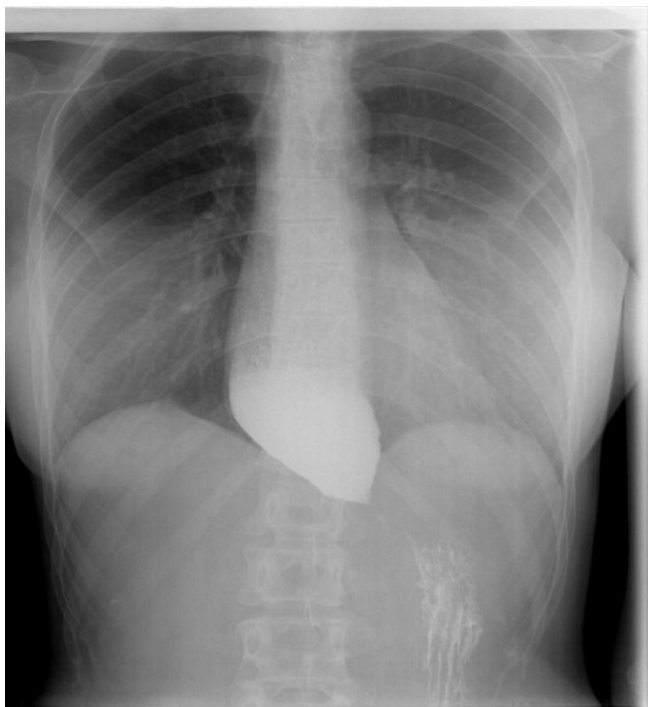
Рентгенограмма 1
